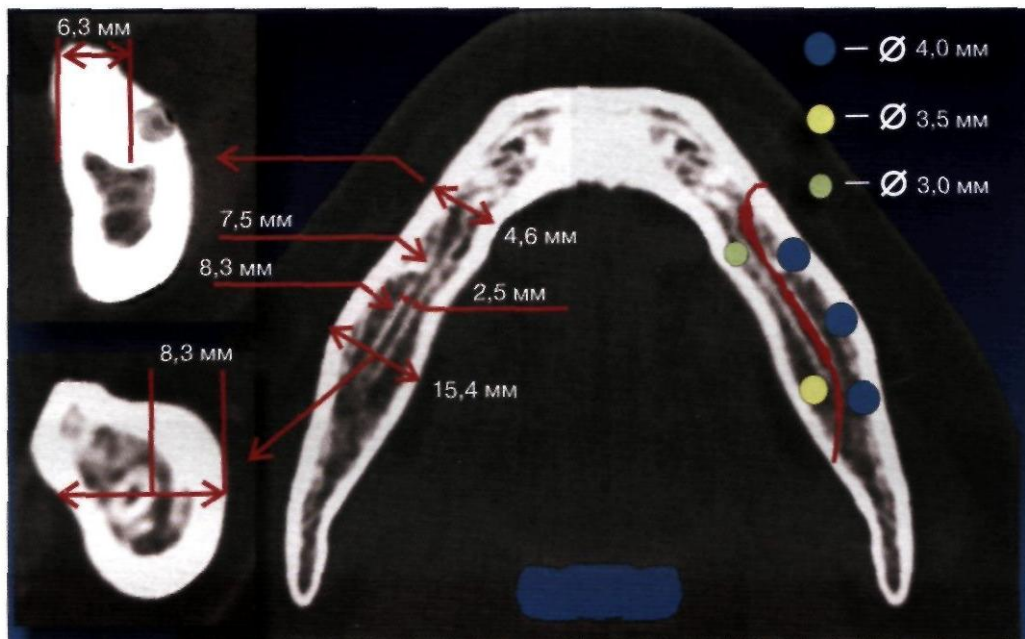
Типичная топография нижнечелюстного канала, определяемая при помощи компьютерной томографии. При ширине тела нижней челюсти, равной 15,4 мм, расстояние от нижнечелюстного канала до наружного края челюсти в области ретромолярного пространства составляет 8,3 мм; в области ментального отверстия — 6,3 мм. Такая толщина кости сбоку от нижнечелюстного канала позволяет установить имплантаты диаметром от 3 до 4 мм
